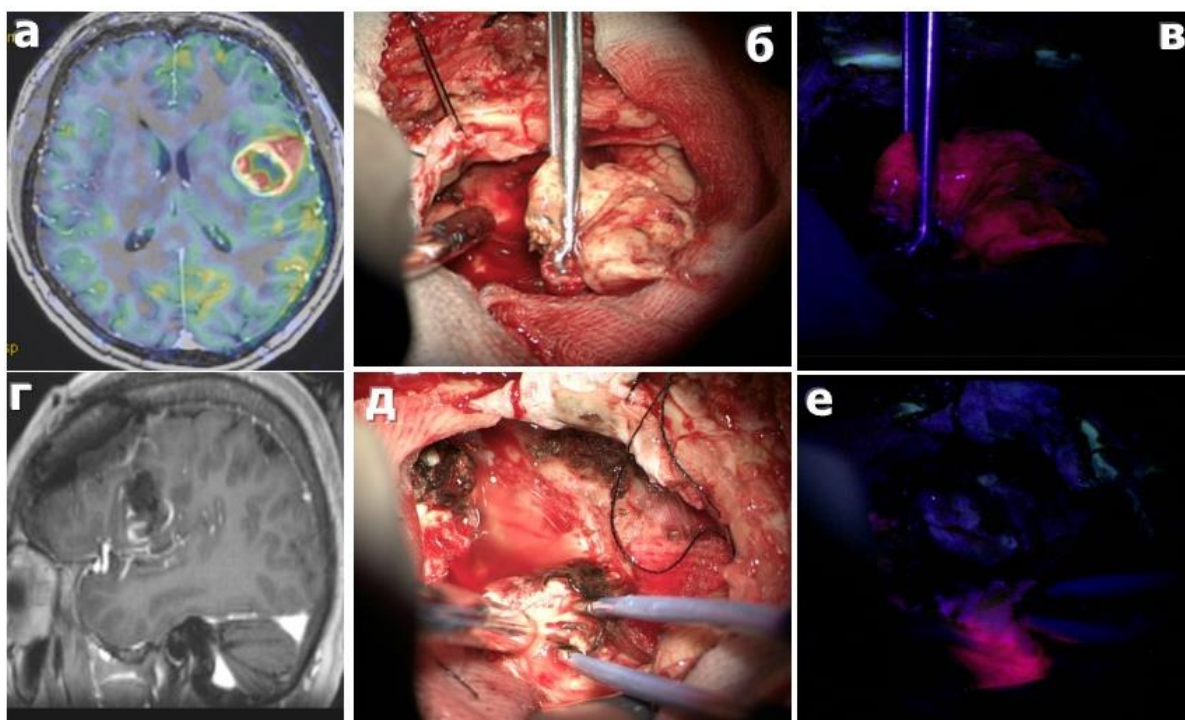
Клиническое наблюдение резекции глиобластомы левой лобной доли: А) МРТ до операции в T1 режиме, аксиальный срез, с контрастным усилением, б) вид удаляемой опухоли в белом свете, в) яркая флуоресценция основного узла в опухоли во флуоресцентном режиме, г) МРТ после операции с контрастным усилением, сагиттальный срез, д) вид в белом свете после резекции основной части опухоли, в белом свете остатков опухоли не выявлено, е) остатки опухоли при контрольной флуороскопии, резекция продолжена.
